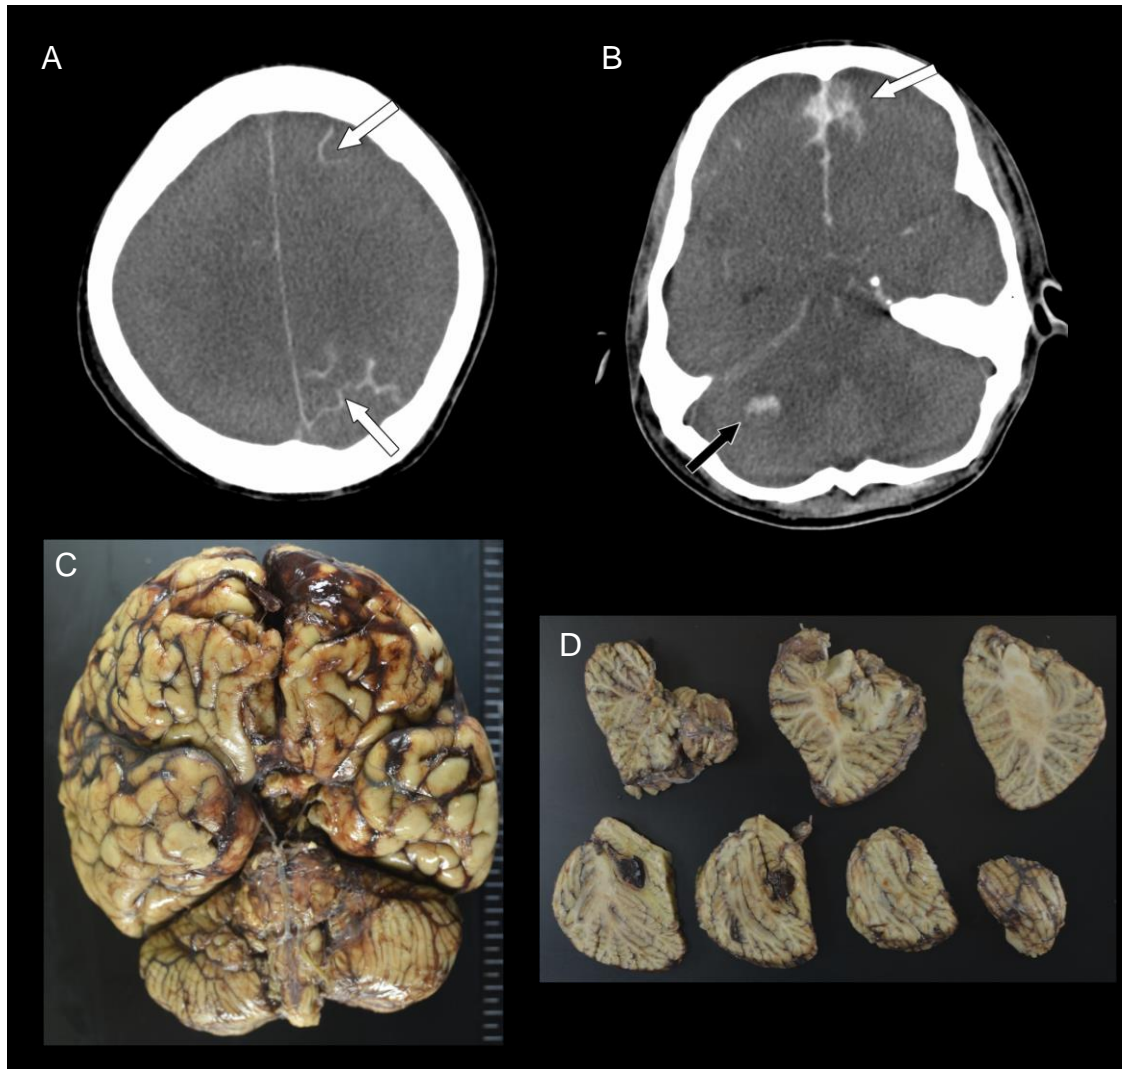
真の SAH 症例の死後 CT およびマクロ標本
